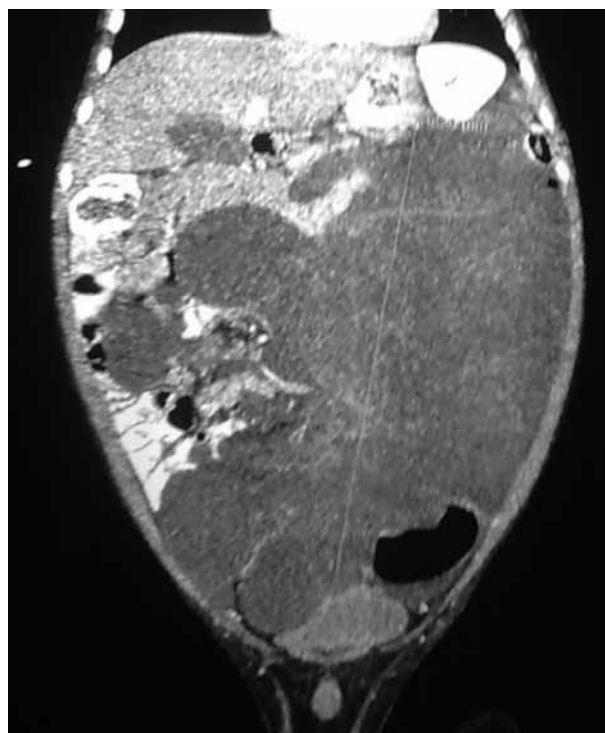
TC: gran masa mesentérica de 19x9,7x19,5 cm con múltiples áreas quísticas y pequeñas zonas sólidas, con asas de yeyuno e ileon en su interior.
